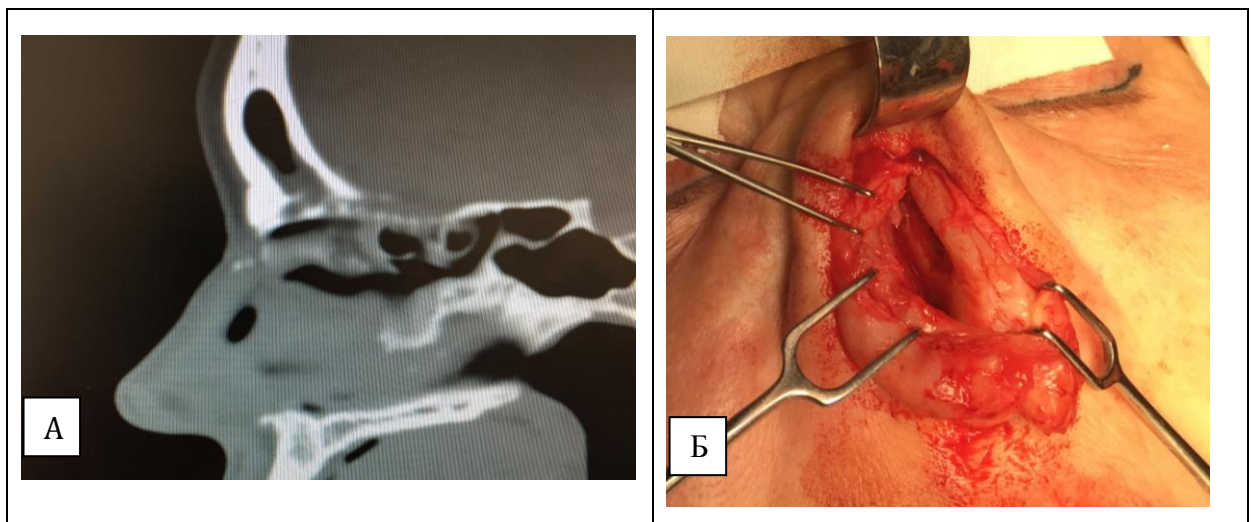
А – КТ, перфорация более 1,0 см в средне-верхнем отделе перегородки носа; Б – вид перфорации интраоперационно.
